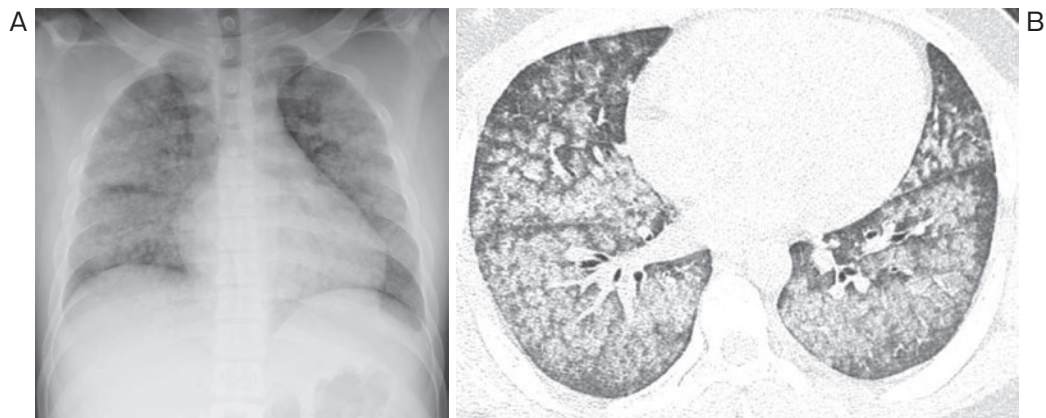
入院時の胸部X線写真および胸部単純CT。(A)胸部X線写真、両側全肺野でびまん性の斑状陰影を認める。(B)胸部単純CT、両側びまん性に小葉中心性で斑状のすりガラス陰影を認める。また末梢側の胸膜直下はスベアされている。
